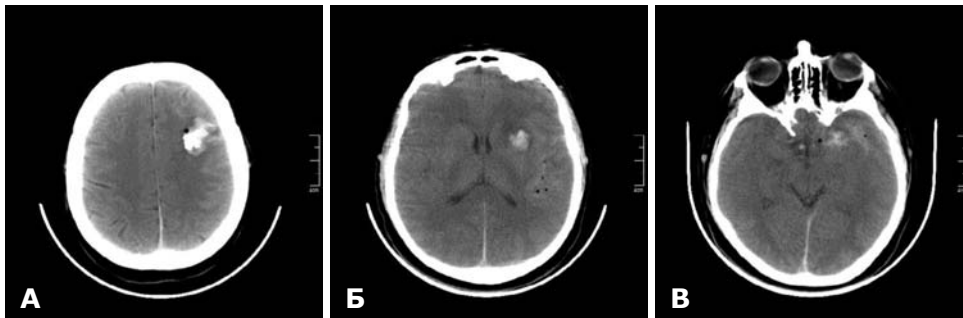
СКТ головного мозку до операції. Мозковий режим. Сліпе діагональне поранення головного мозку. А — вогнище забою, кісткові уламки, пневмоцефалія в лівій лобовій частці; Б — вогнище забою в медіобазальних відділах лівій лобової частки. Повітря по ходу сильвієвої щілини; В — вогнище забою, пневмоцефалія в ділянці полюса та медіальних відділів скроневої частки.
